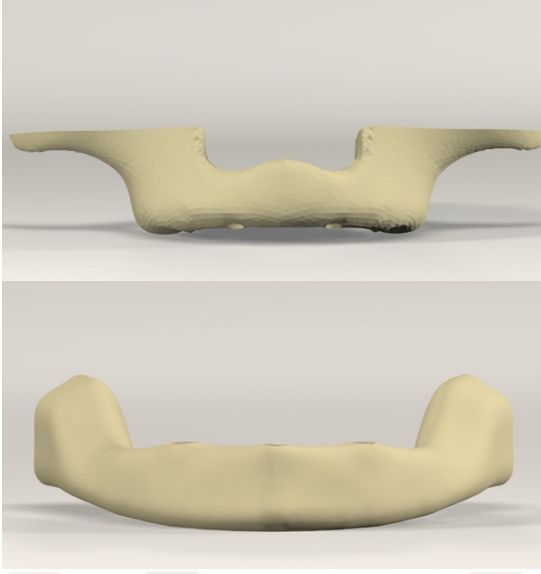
Tomografi görüntüsü
